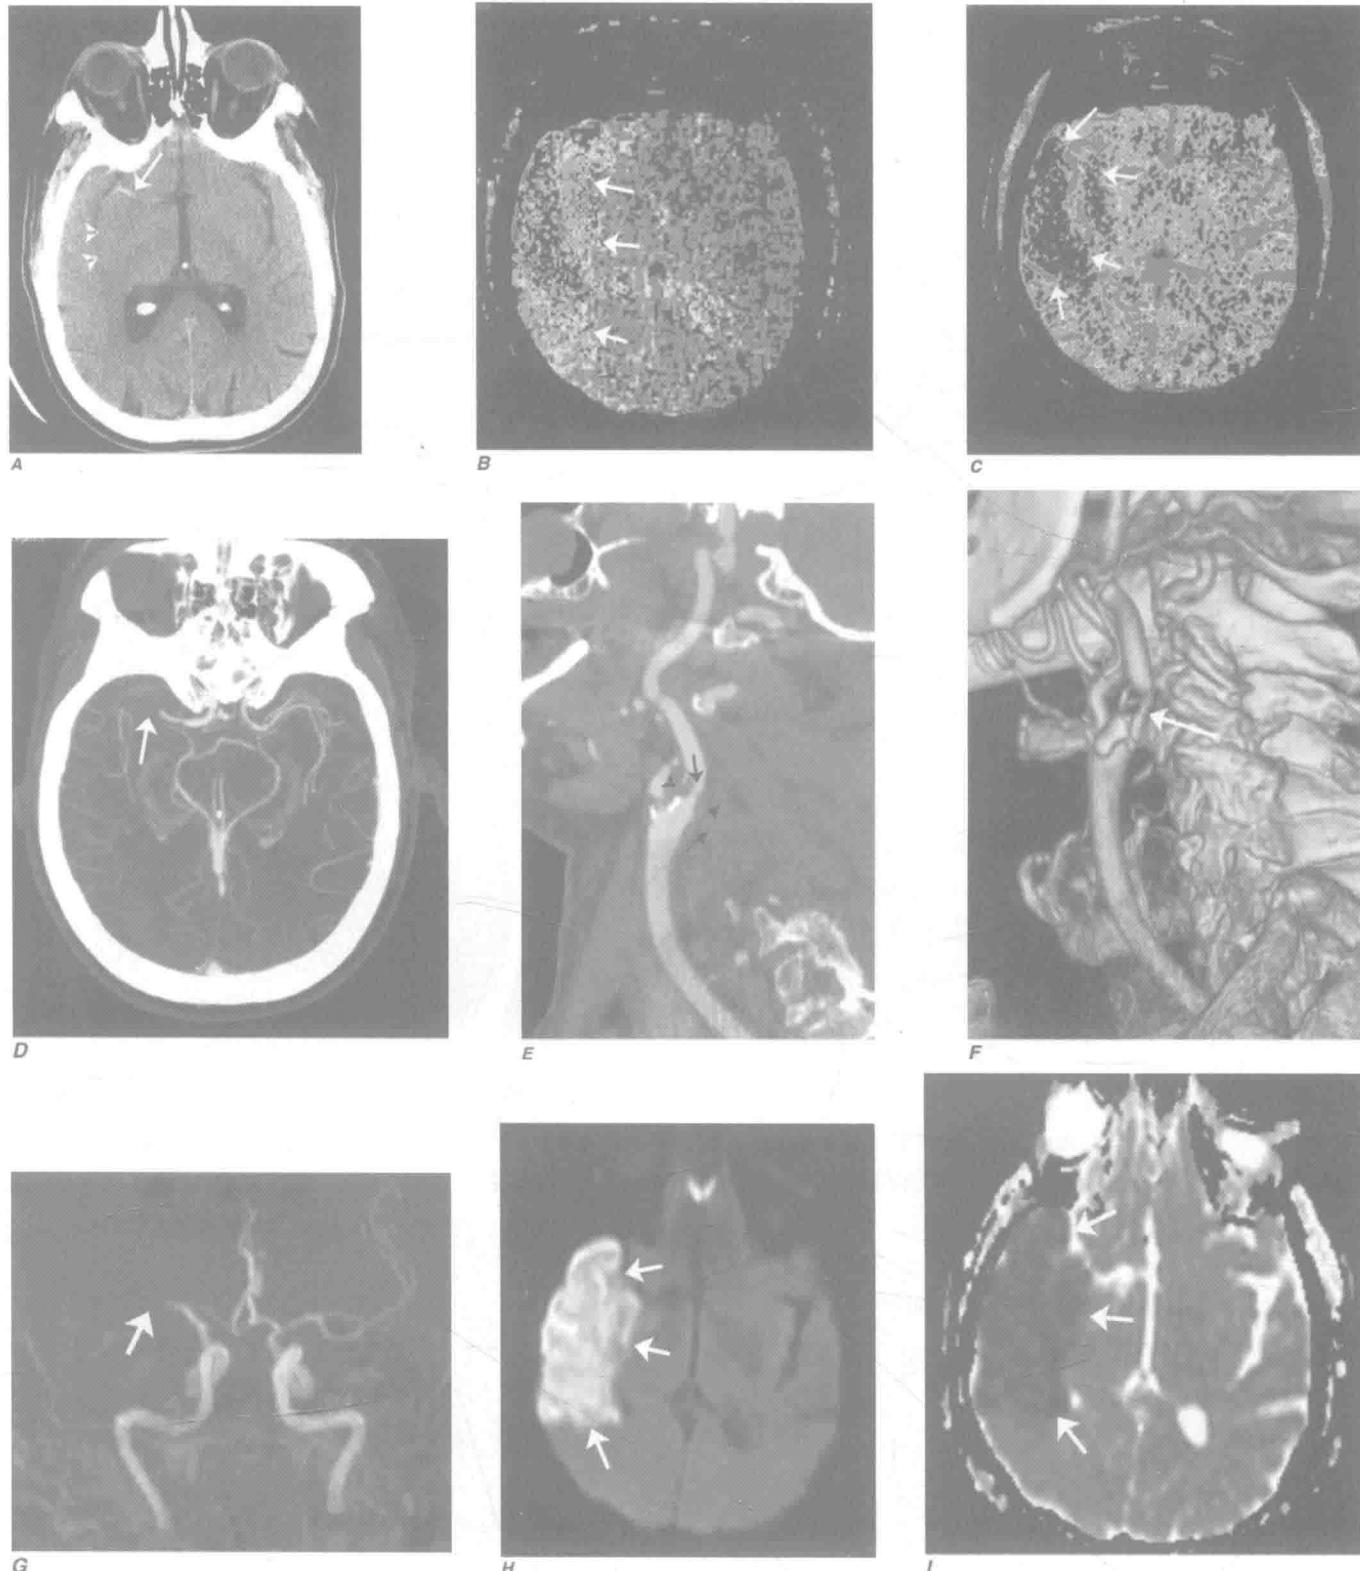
(见书后彩图) 急性大脑中动脉闭塞导致的左侧偏瘫。A. 轴向 CT 平扫显示右侧大脑中动脉高密度 (箭头) 及右侧壳核稍低密度 (无尾箭头)。B. 平均通过时间 CT 灌注参数图显示右侧大脑中动脉区域平均通过时间延长 (箭头)。C. 脑血容量 (CBV) 图显示 B 图中灌注缺乏区域脑血容量减少, 提示梗死可能性较大 (箭头)。D. Willis 环在 CTA 的轴向最大密度投影显示近端右侧大脑中动脉处突然闭塞 (箭头)。E. 矢状位重建显示右侧颈内动脉有一低密度脂质斑块 (无尾箭头), 导致管腔狭窄 (黑色箭头)。F. CTA 图像三维重建显示右侧颈内动脉钙化和狭窄 (箭头), 与动脉粥样硬化疾病一致。G. 磁共振血管造影冠状位最大强度投影显示右侧大脑中动脉 (MCA) 闭塞 (箭头)。H 和 I. 轴位磁共振弥散加权成像 (H) 和表观弥散系数图像 (I) 证明了右侧大脑中动脉梗死的存在。
